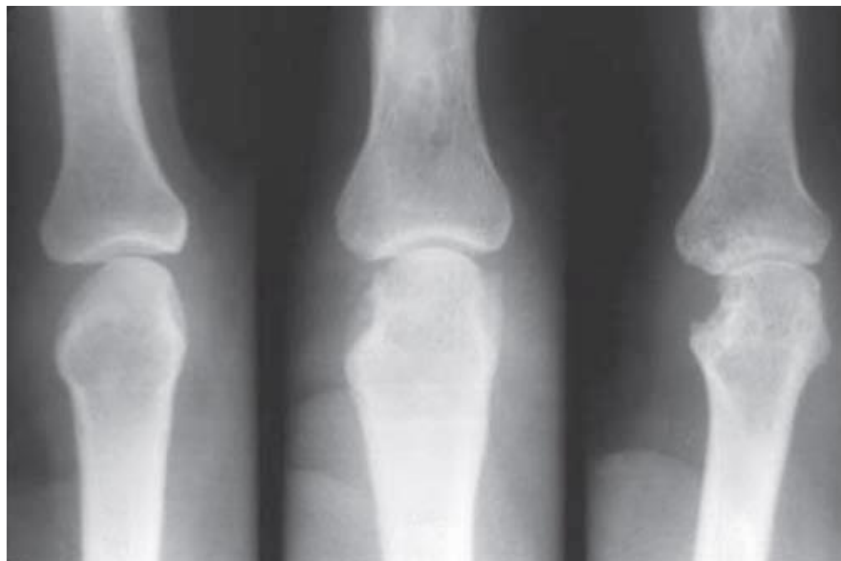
Radiografía en la que se puede apreciar la progresión de las erosiones en una articulación interfalángica proximal. Fuente: Dennis L. Harrison. Principios de Medicina Interna, 19e.
